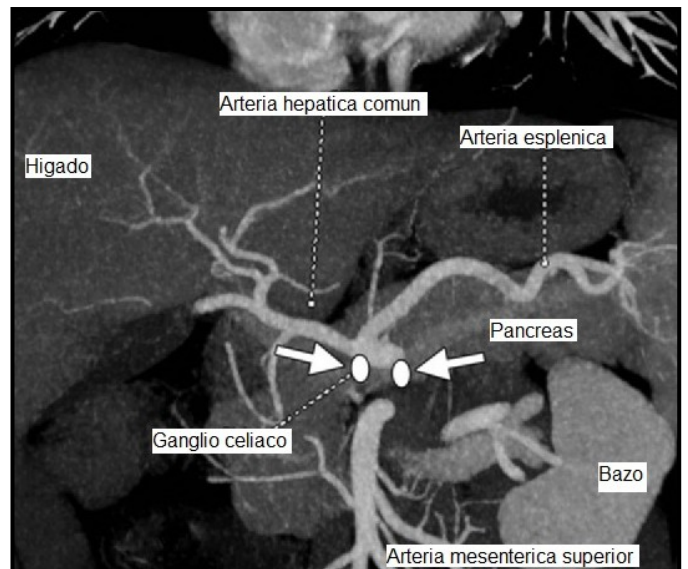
TC con contraste arterial corte frontal en donde se ubican los ganglios celíacos.
